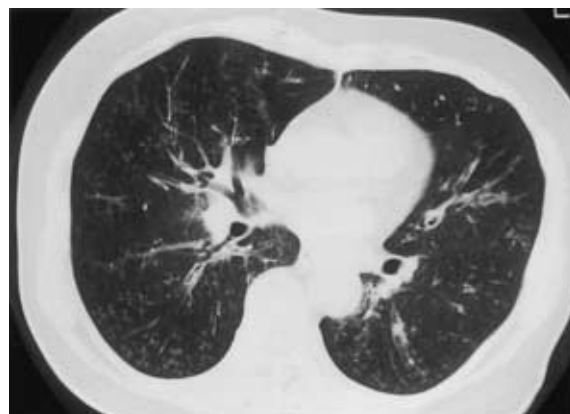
Chest CT on admission showing bilateral, centrilobular nodular densities, and bronchial wall thickening.
